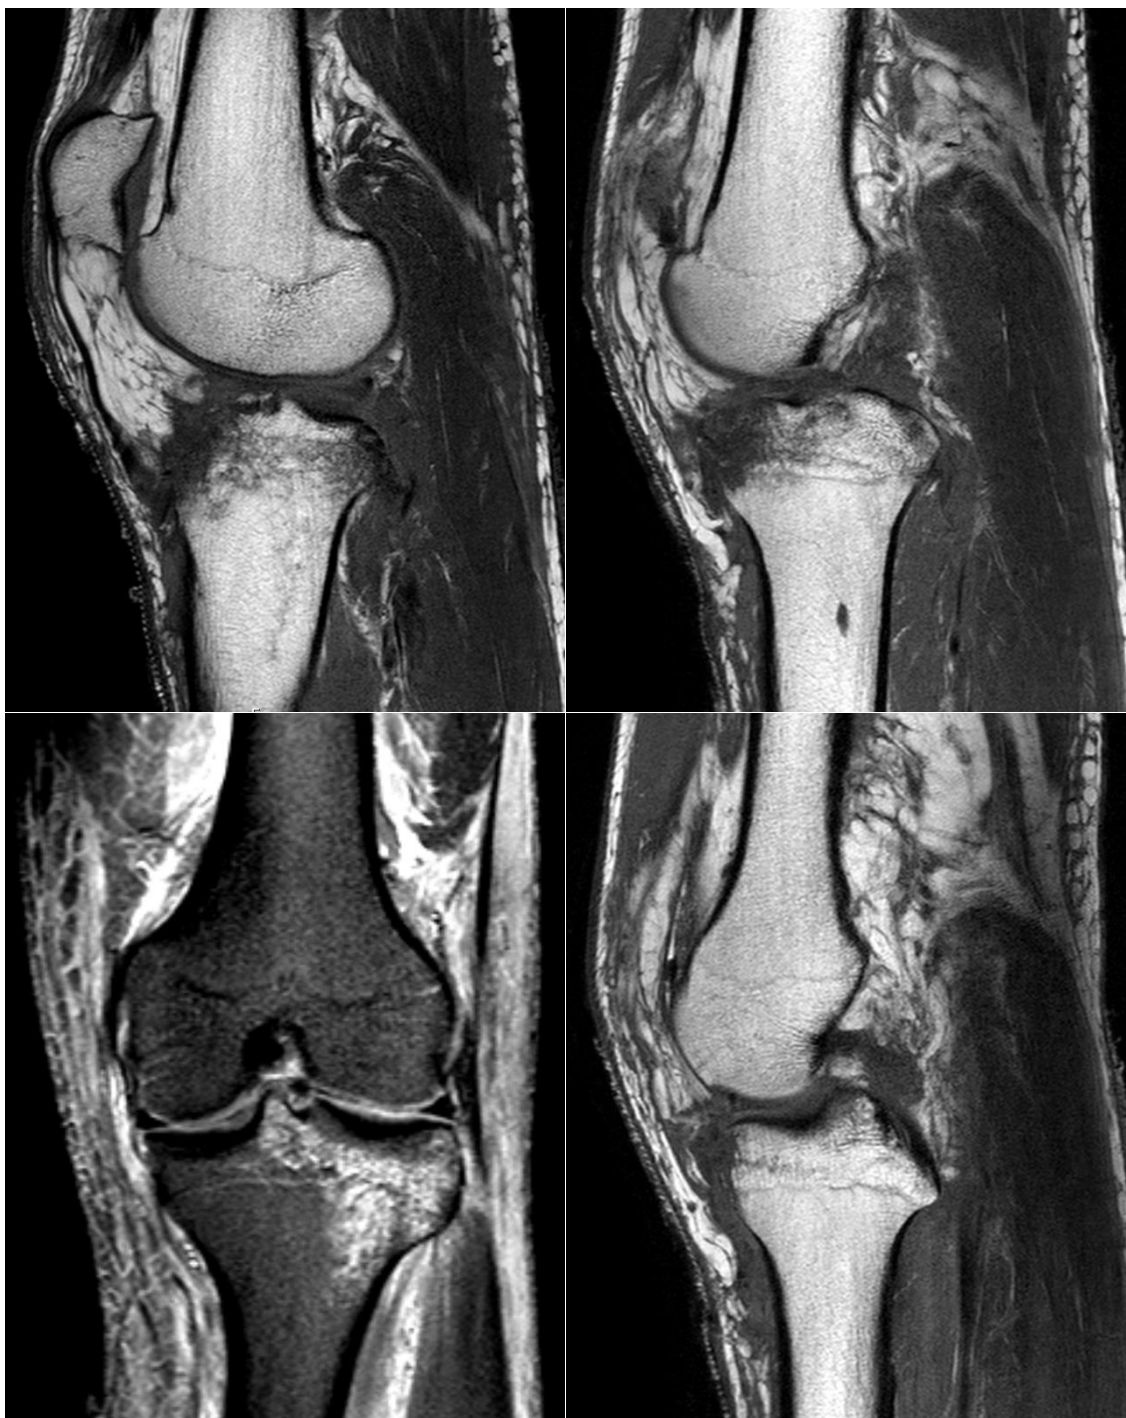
Ressonância Magnética da Admissão (29/9/2015); Avulsão do tendão rotuliano (em cima à esquerda); Rotura do LCA (em cima à direita), do LCM (em baixo à esquerda) e do LCP (em baixo à direita)
